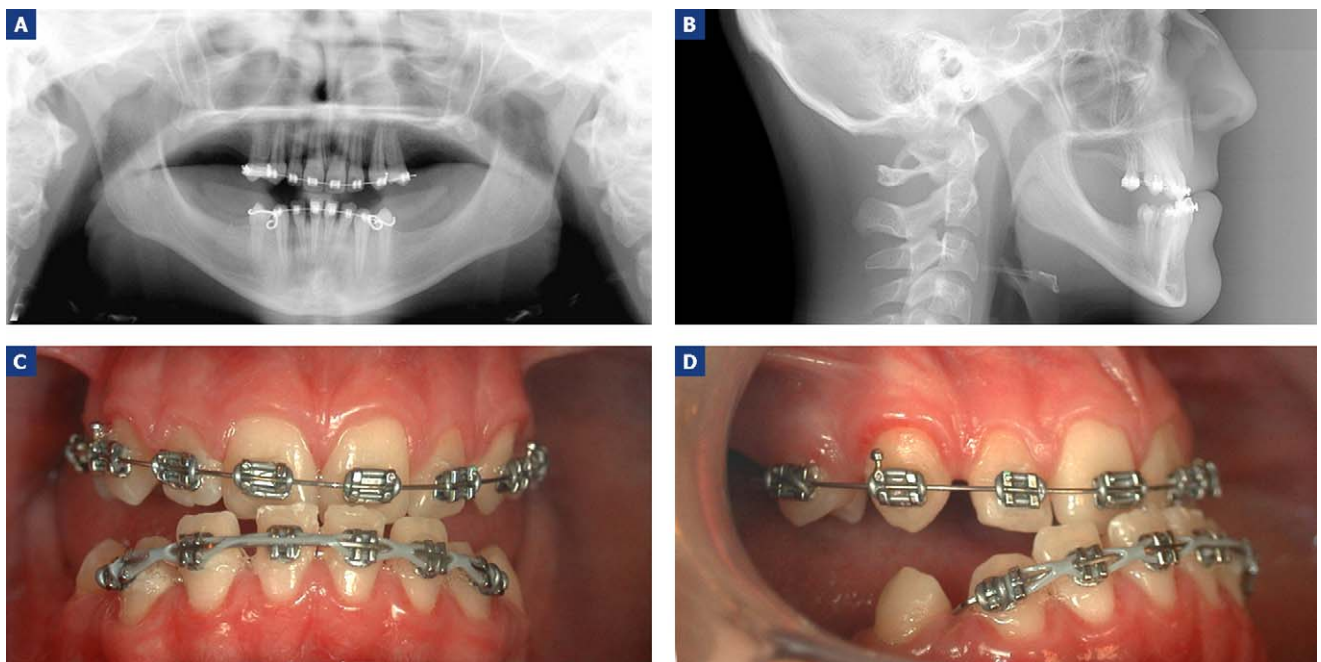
Aspect radiographique (a et b) et clinique (c et d) d'un sujet en fin de traitement orthodontique.
